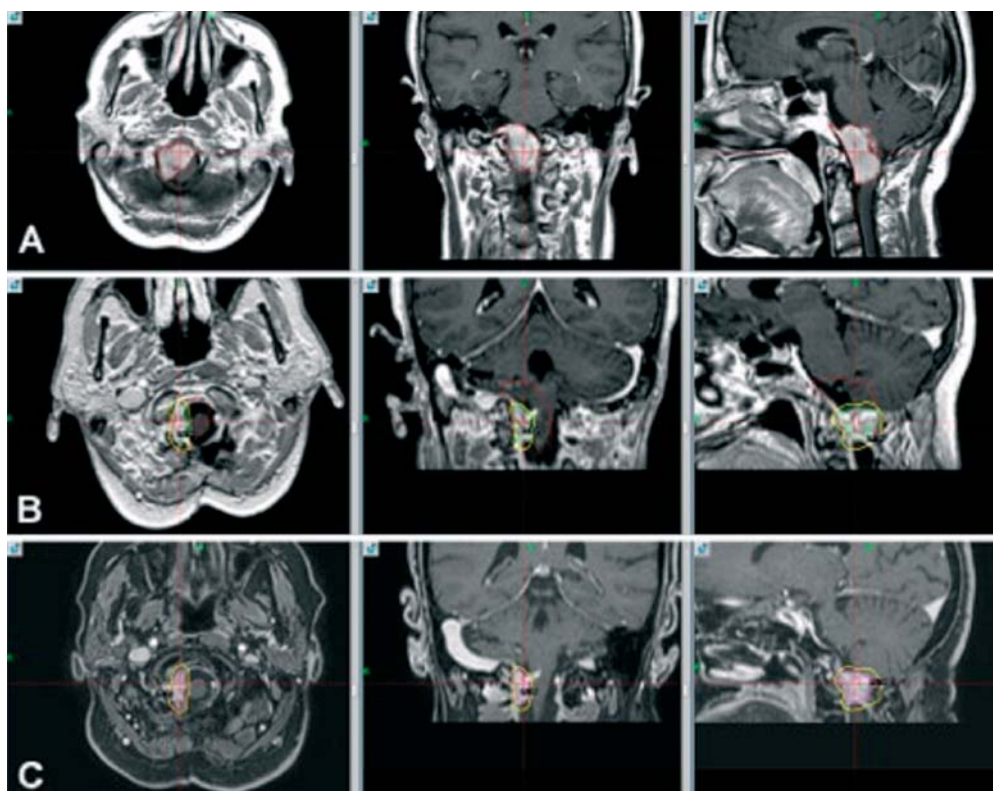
CASO 3. Meningioma della giunzione cranio-cervicale con estensione paramediana destra. RM dell'encefalo con mezzo di contrasto pre-operatoria (A); trattamento di radiochirurgia stereotassica con Gamma Knife, studio di RM (B); RM all'ultimo follow-up, 96 mesi dopo l'intervento chirurgico (C).
